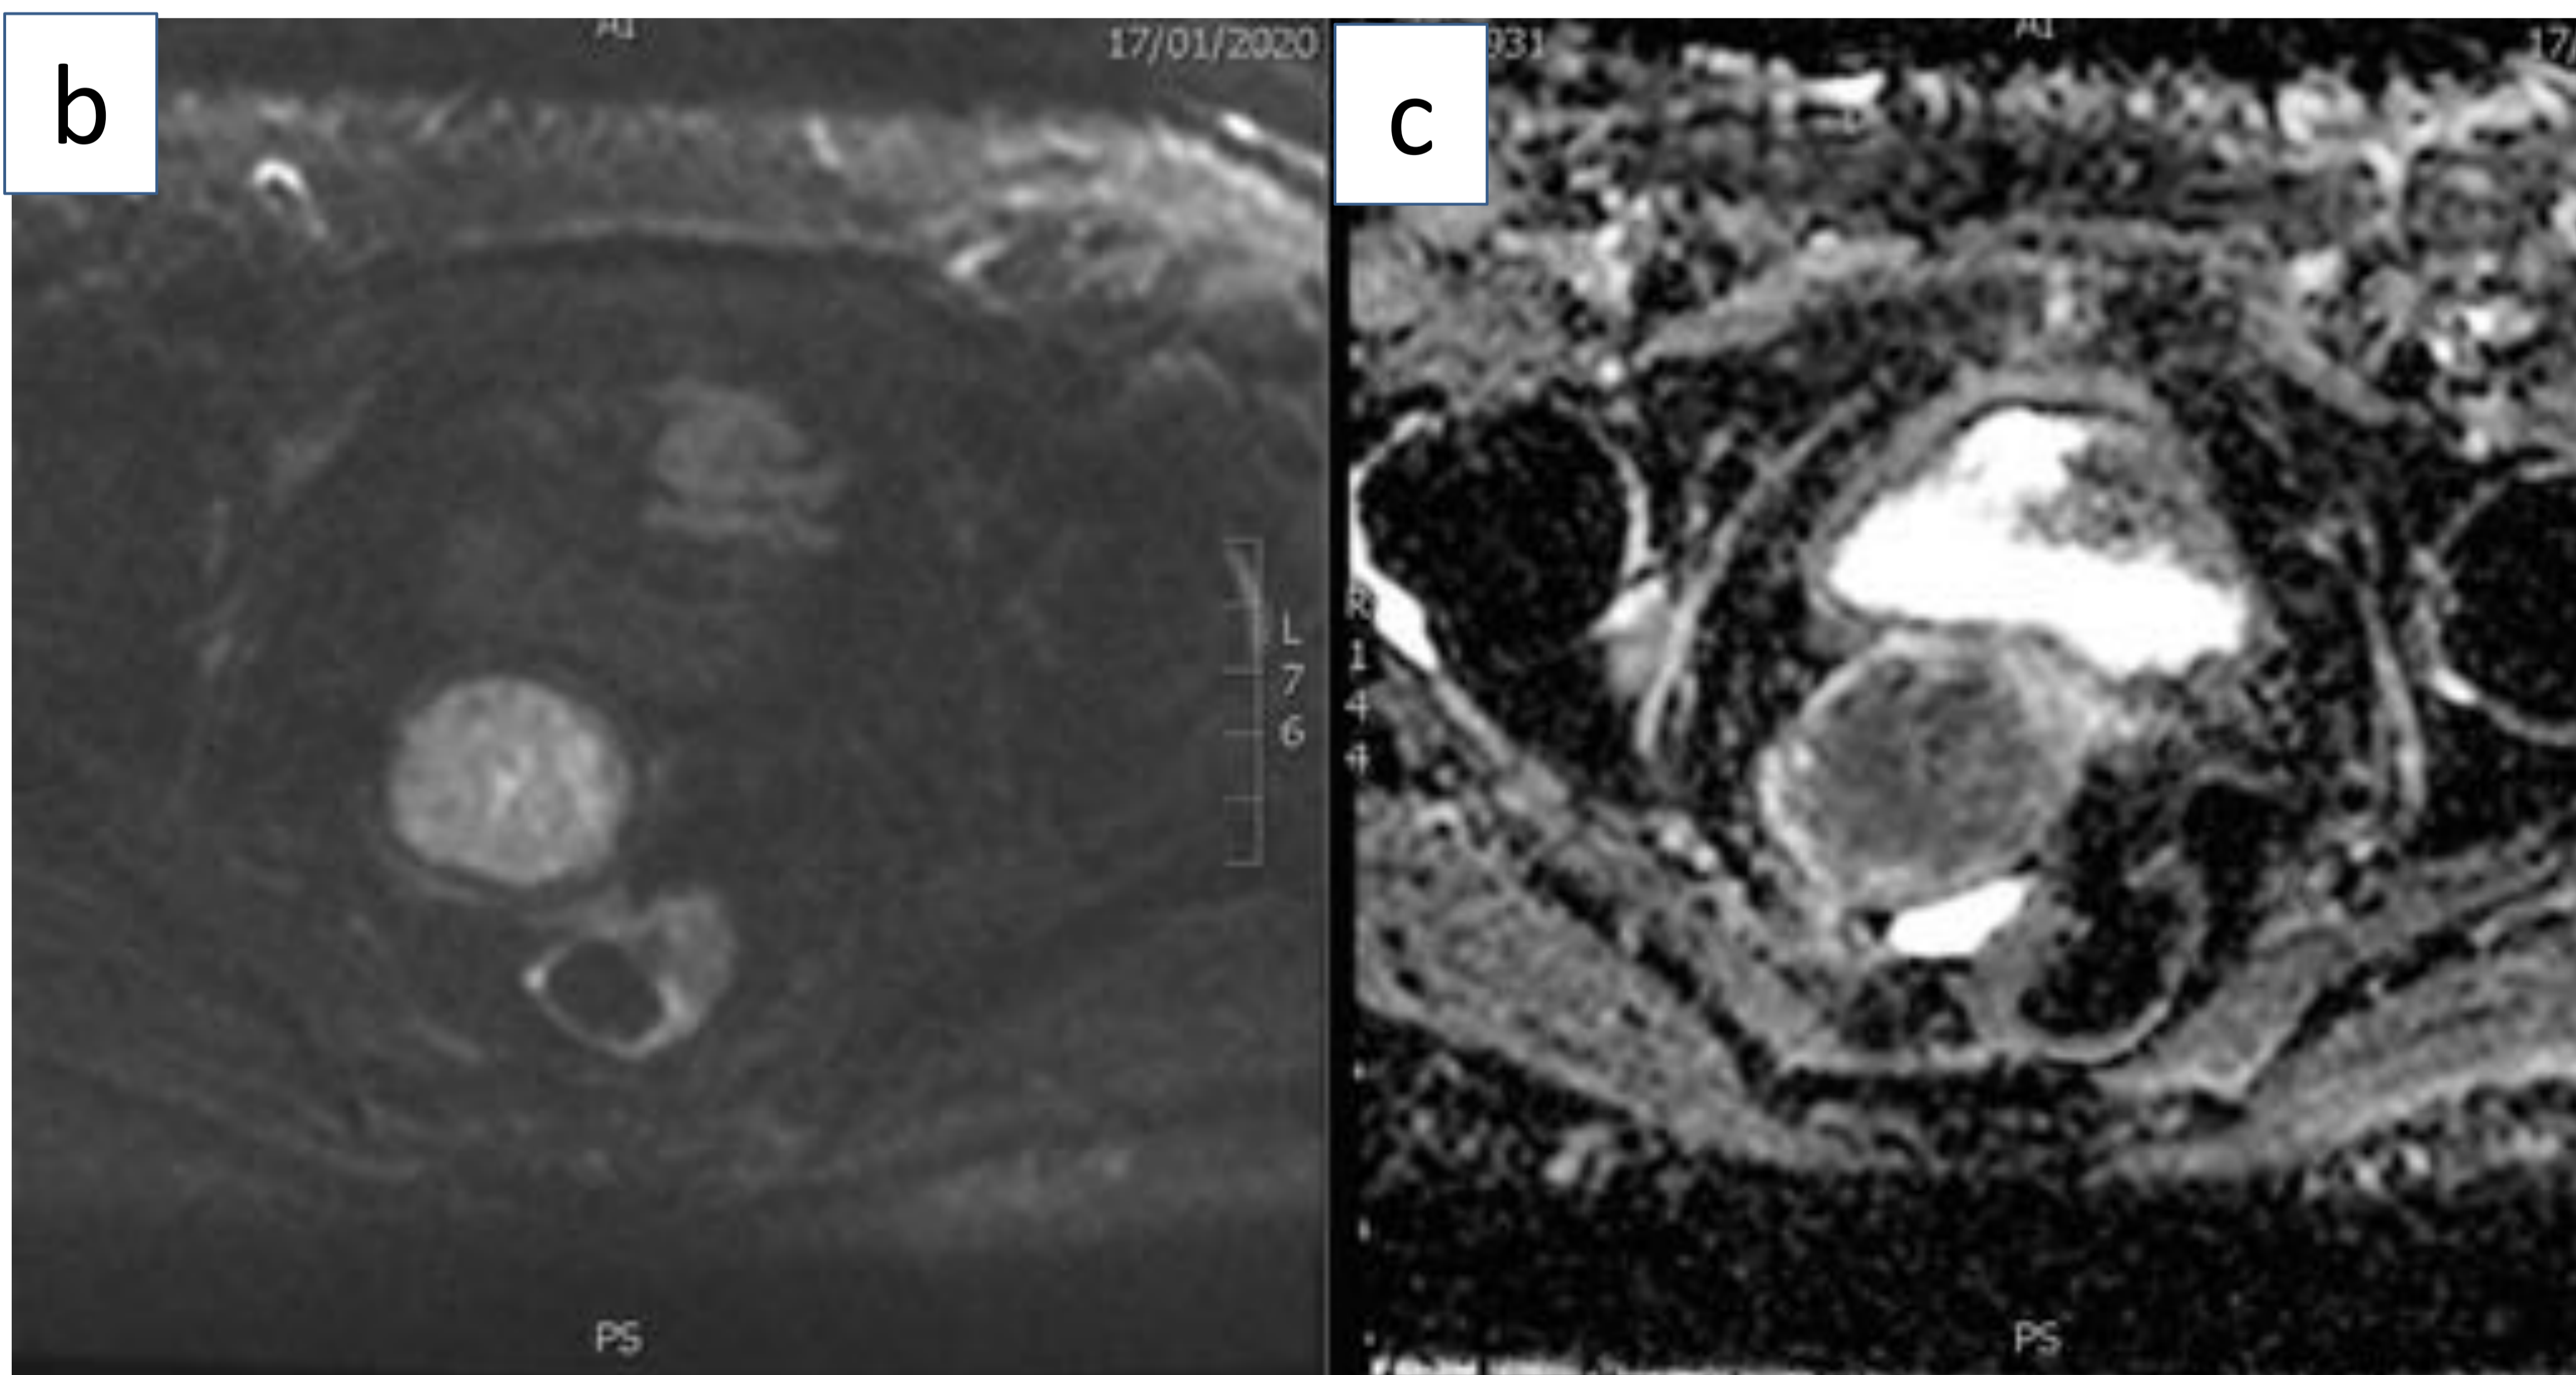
Imágenes de RM de pacientes con cáncer de cérvix estadio IB3. (a) Corte sagital en secuencia T2 en la que se identifica masa confinada al cérvix de 48mm de diámetro máximo, que no rebasa la pared cervical. (b, c) Corte axial en secuencias potenciadas en difusión y mapa ADC en las que se observa restricción de la difusión por la masa cervical. (Servicio de Radiodiagnóstico del Hospital Universitario de Basurto)
